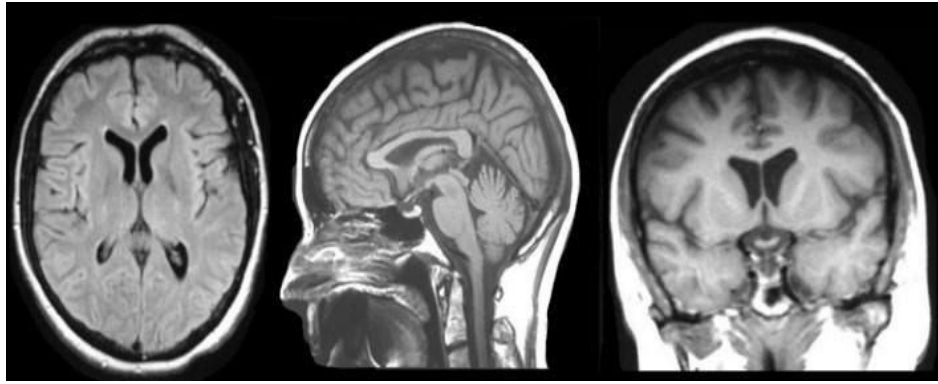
Imagen por resonancia magnética. De izquierda a derecha: Vistas axial, sagital y coronal de una imagen 3D. Imagen obtenida de: <https://case.edu/med/neurology/NR/MRI%20Basics.htm>
